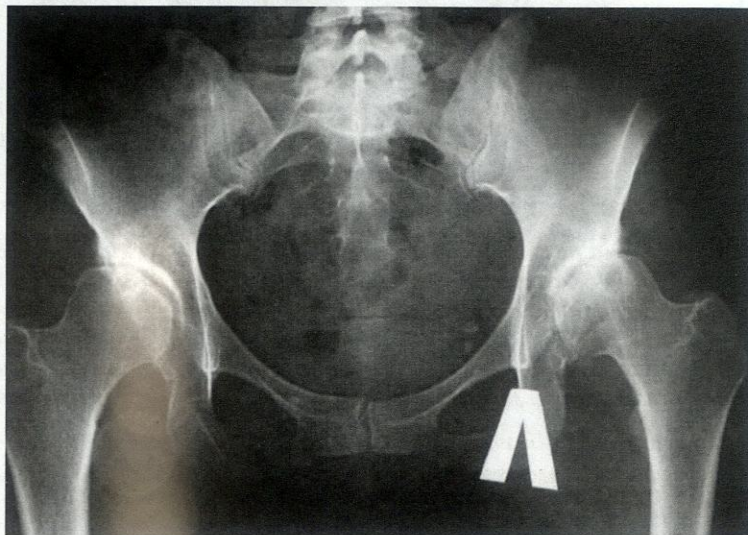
Рентгенограмма с двусторонней дисплазией тазобедренных суставов. Краниолатеральная инклинация вертлужных впадин, недопокрытие головок бедренных костей. Начальные признаки коксартроза: субхондральный склероз крыши вертлужной впадины, незначительное сужение суставной щели
